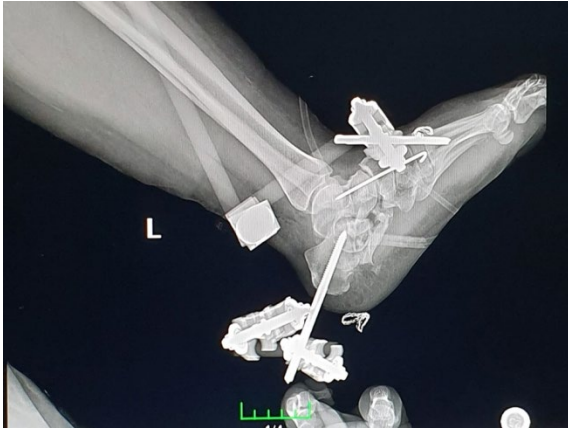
X-ray after bones were fixed
